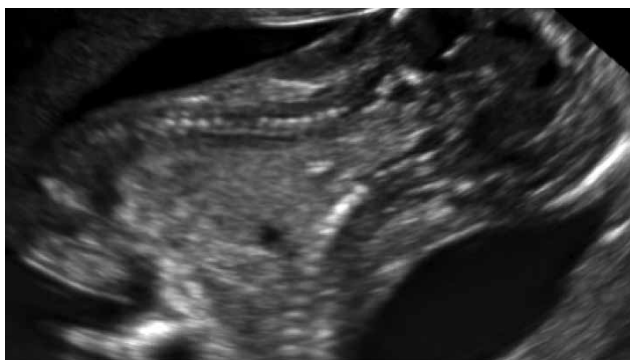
УЗИ плодов в сроке 11 недель беременности. Продольное сканирование. Лицевые структуры четко не визуализируются, два позвоночника
